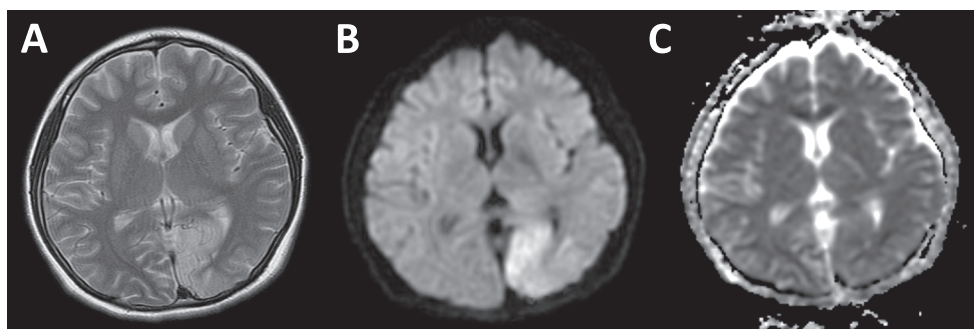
Magnetic resonance imaging (MRI) of brain at age 14.
